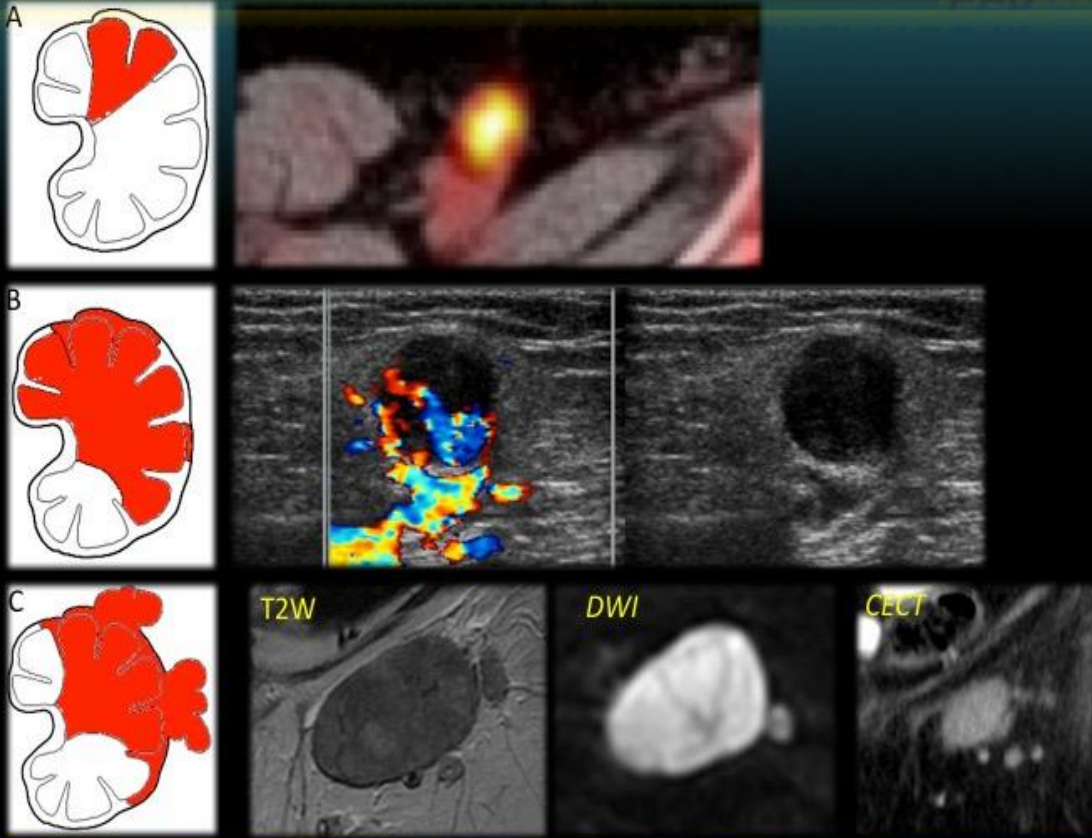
Tamaño y características: metástasis < 5 mm (PET/TC), > 5 mm (Doppler), extensión extracapsular (T2+DWI+TC)
